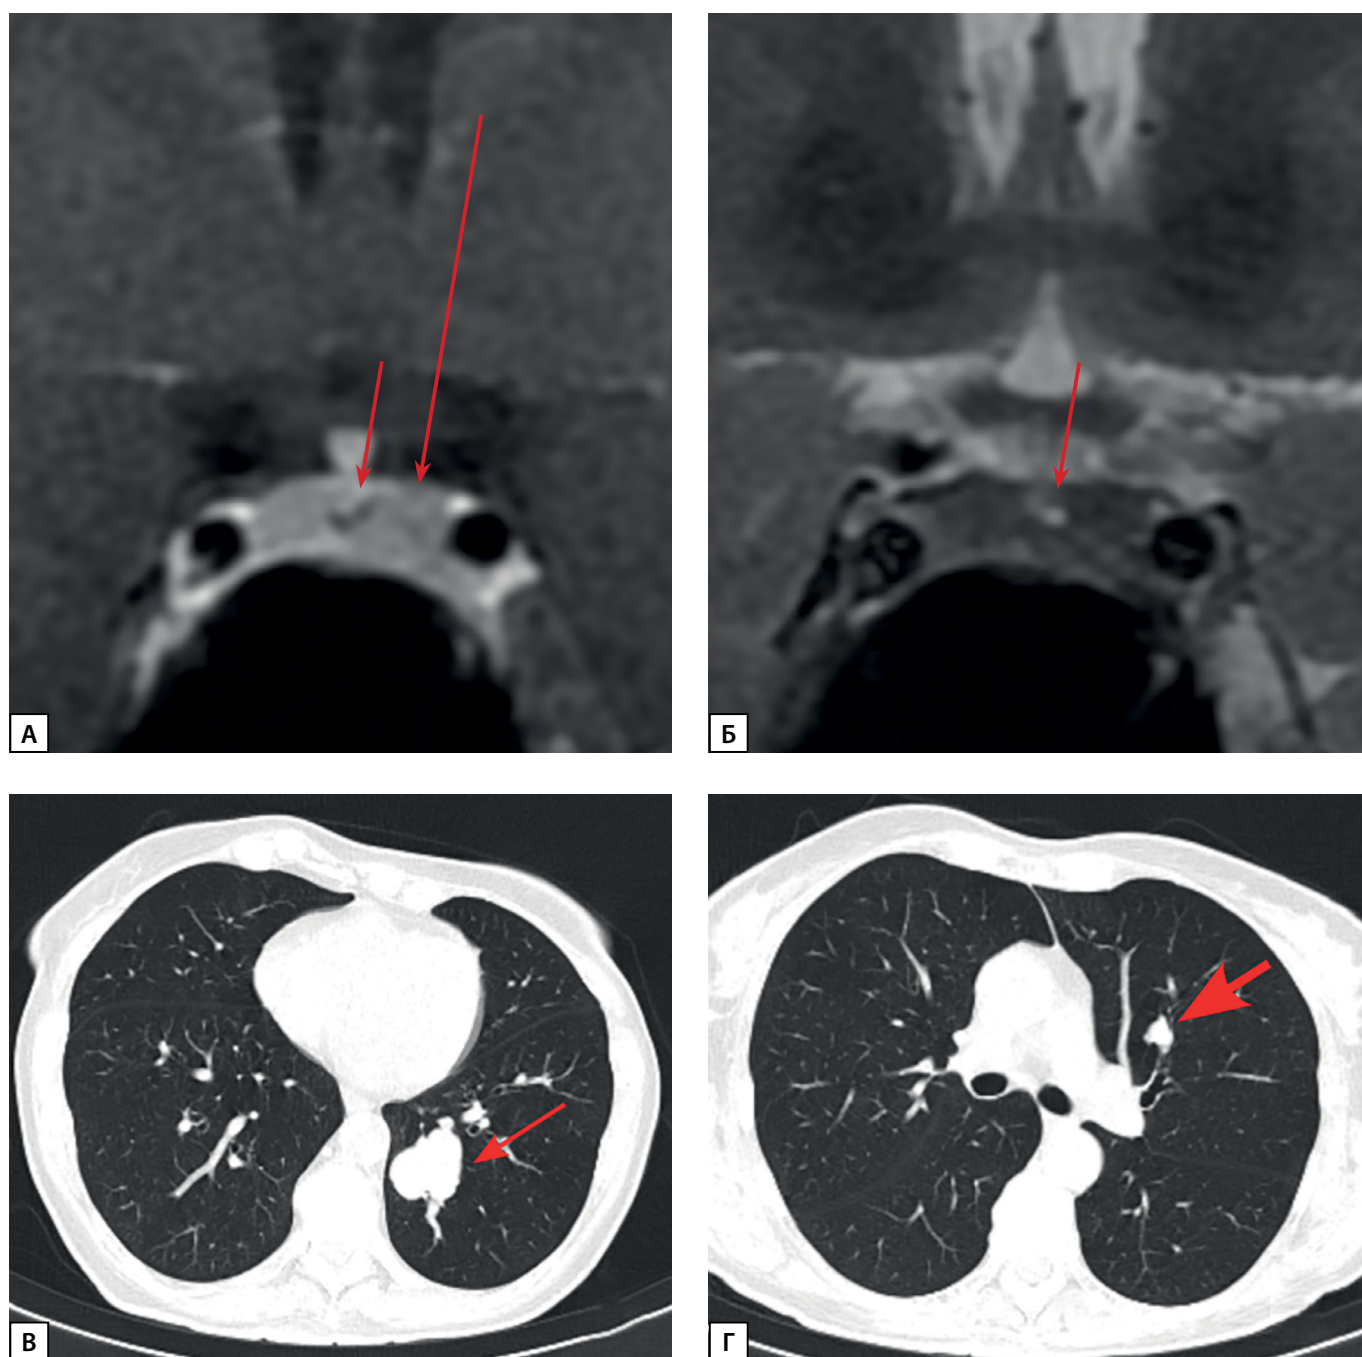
МРТ и КТ исследования пациентки Д.И.Е. а) МРТ гипофиза, корональная проекция, T1 ВИ с контрастным усилением. Киста кармана Ратке (стрелка). Зона слабо сниженного накопления контрастного препарата в левом отделе аденогипофиза (длинная стрелка); б) Киста кармана Ратке (стрелка). Диффузно сниженный МР сигнал на T2 ВИ от ткани аденогипофиза; в) МСКТ легких, легочный режим, нативная фаза, аксиальная проекция. Нейроэндокринная опухоль в S10 левого легкого (короткая стрелка); г) МСКТ легких, легочный режим, нативная фаза, аксиальная проекция. Образование в S3 левого легкого с внутри- и перибронхиальным распространением — очаг отсева (толстая стрелка).
